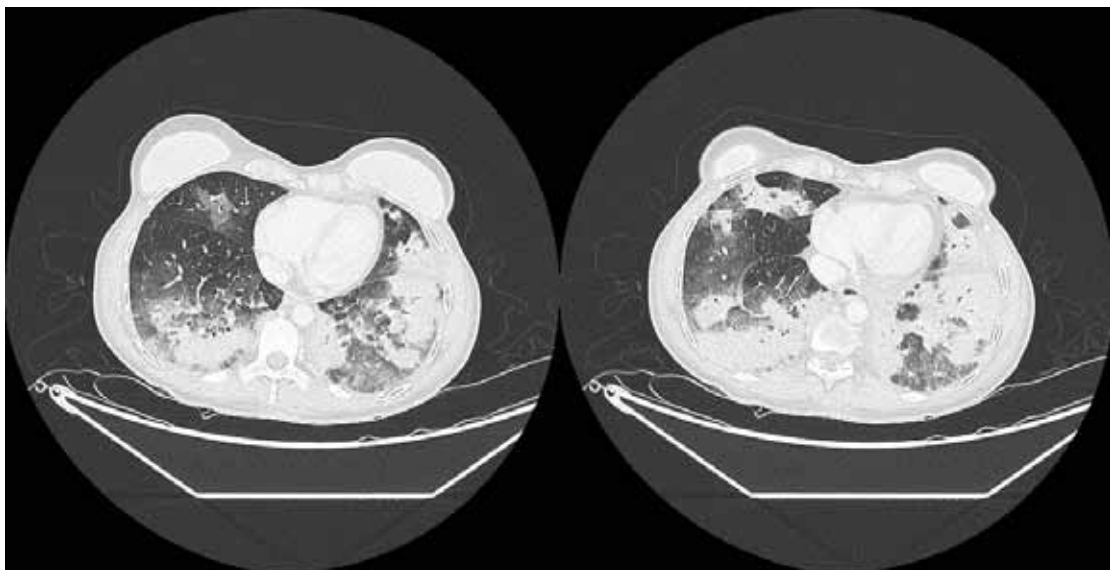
Cortes de TAC tóraco realizado durante el episodio agudo donde se objetivan consolidaciones parenquimatosas con broncograma aéreo junto con áreas de vidrio deslustrado.
